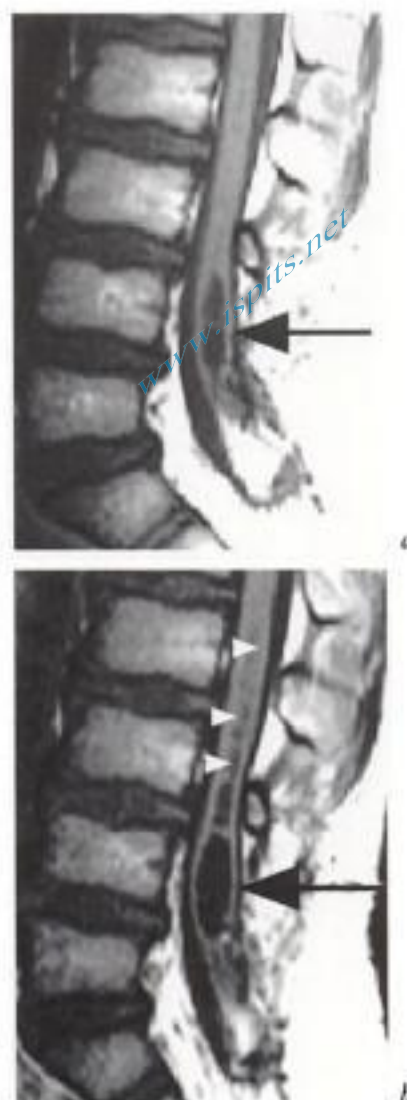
volution d'une cavit  non communicante sur dysraphie. IRM en coupes sagittales pond r es a) T1, b) suivi  volutif. Moelle attach e basse sur lipome intracanalair op r    2 reprises. Une cavit  distale se distend entre deux examens   1 an d'intervalle (fl che noire en a et b) et cette distension s'associe   une extension craniale des l sions (t tes de fl ches blanches en b).
